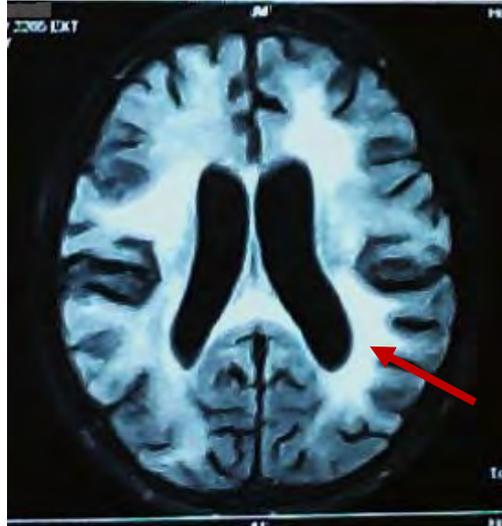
hypersignal de la substance blanche péri ventriculaire en coupe axiale de séquence T2 FLAIR évoquant une leuco encéphalopathie
